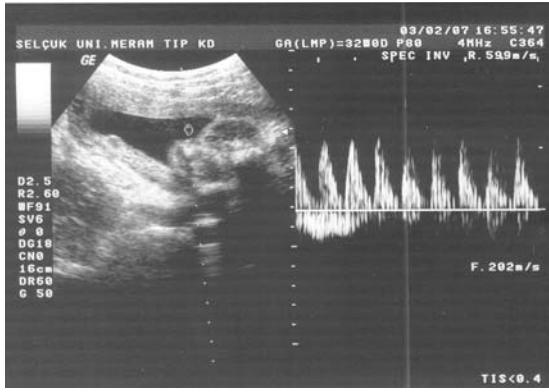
Normal Umbilikal Arter Doppler Bulguları.
